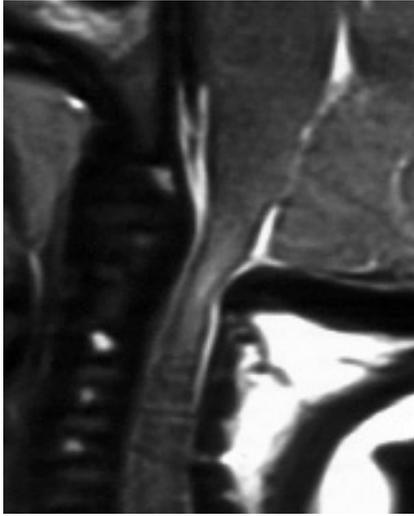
TAC del rachide cervicale in soggetto con MPS 1H. La displasia del dente dell'epistrofeo e l'accumulo di GAG nella dura e nei legamenti paraspinali producono un marcato restringimento del canale midollare (da voce bibliografica 16, modificata).
